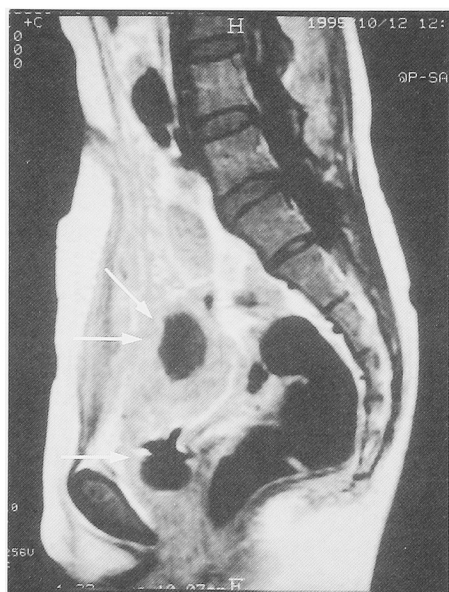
MRI (T1-weighted-image) showed the thick-walled urachal abscess (upper arrows) and the bladder (lower arrow).
